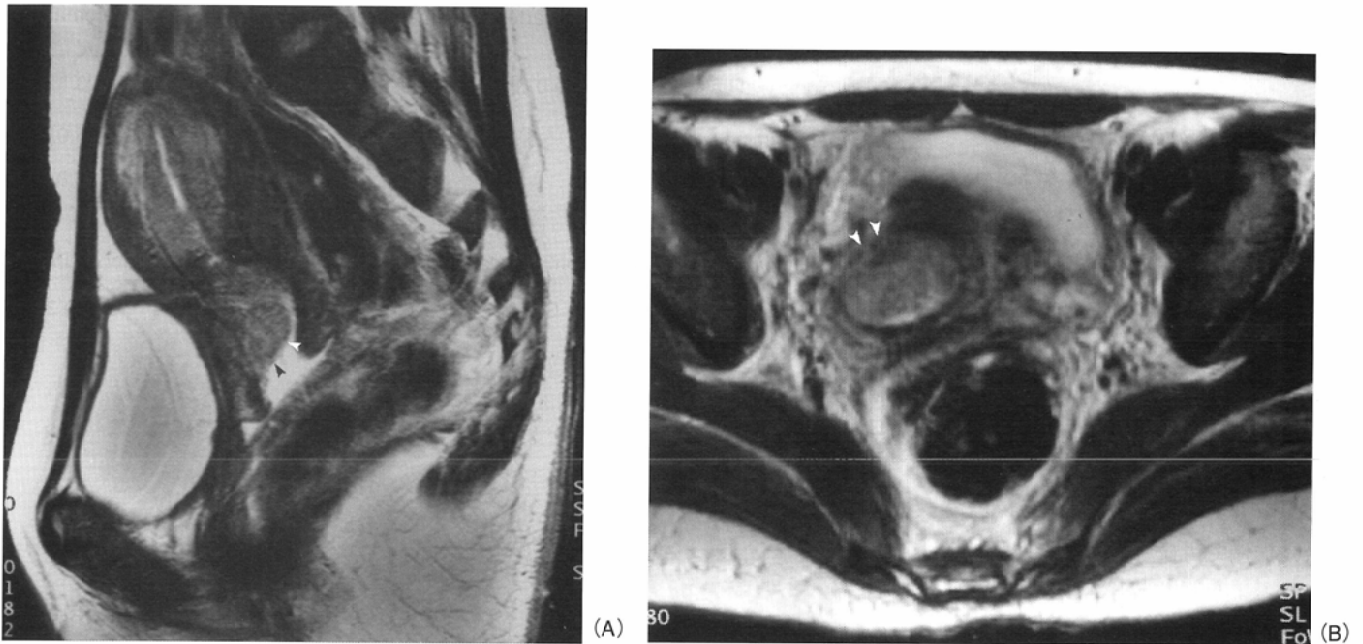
A 45-year-old woman. T2-weighted images after transcatheter arterial embolization and before intraarterial chemotherapy. The tumor, seen as a high-intensity area, is recognized in the uterine cervix. The low-intensity area of the cervical stroma is completely obliterated on the axial image (arrowheads, Fig. 1B). This case was diagnosed as stage II.
